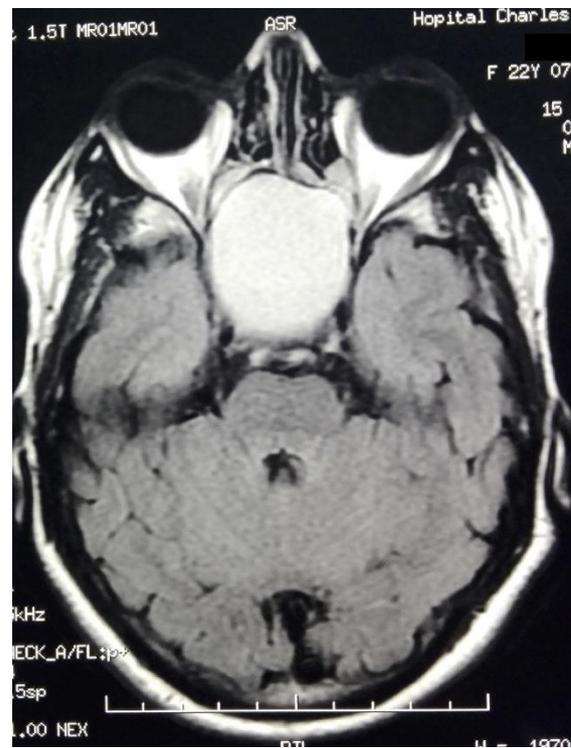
IRM cérébrale et du massif facial en coupe axiale montrant une lésion sphénoïdale en isosignal T1
